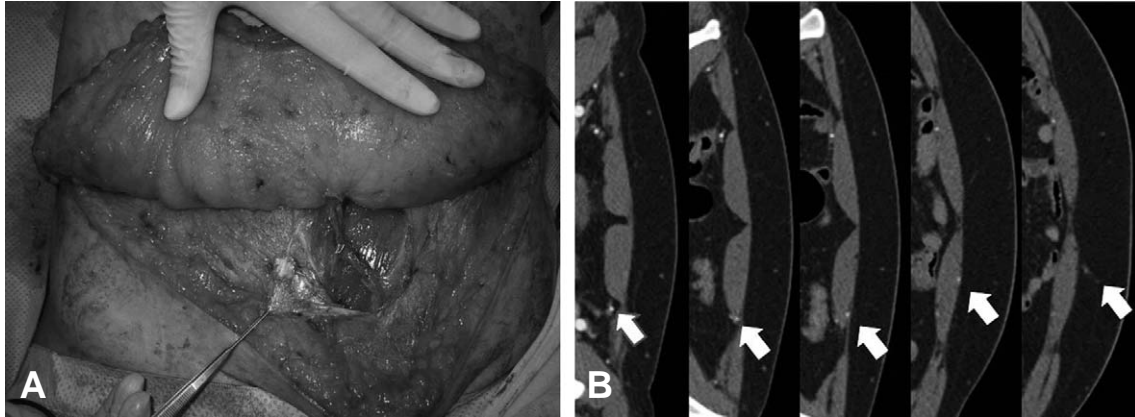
Circummuscular (subfascial) DIEA. (A) Intraoperative findings. (B) Preoperative CT angiography findings.
